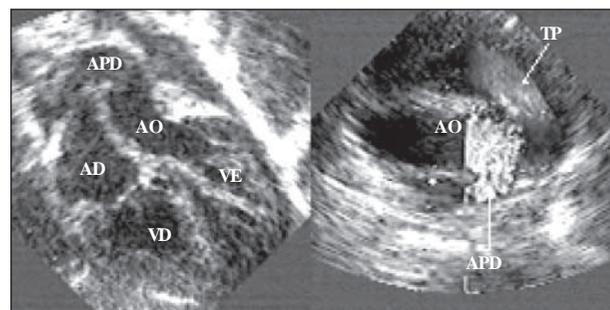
Ecocardiograma: corte apical esquerdo de 4 câmaras demonstrando a artéria pulmonar direita (APD) derivada diretamente da aorta ascendente; à direita, com o corte de eixo curto paraesternal, o tronco pulmonar (TP) anteriormente e a APD originando-se da aorta.
